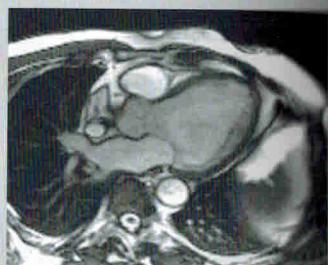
Магнитно-резонансные томограммы
